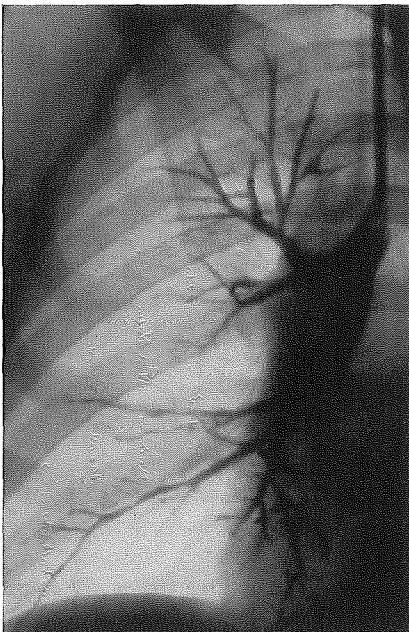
Deutliche Bronchospasmen im Mittellappenbronchus und im antero-basalen Ast des rechten Unterlappenbronchus bei 46jährigem Gussputzer, Expositionszeit 20 Jahre. Röntgenologisch Silikose 0—I. Klinisch bestand Bronchitis chronica.
